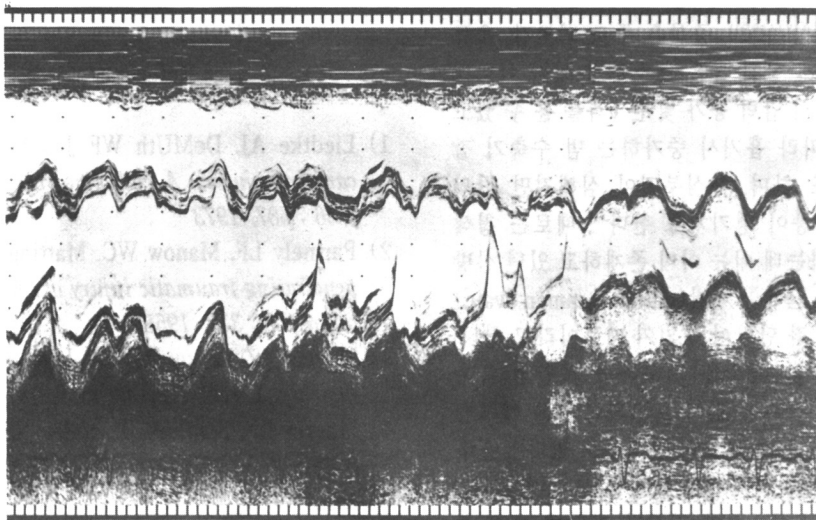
M-mode echocardiography shows dilated right ventricle and paradoxical septal motion.
